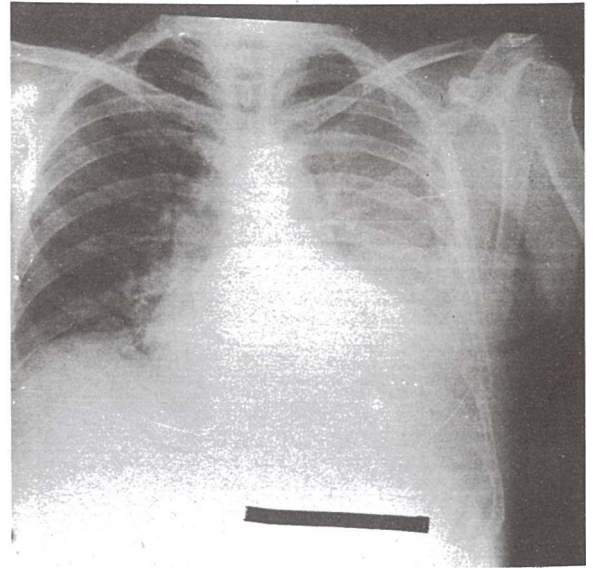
Posteroanterior akciğer grafisinde sol hemitoraksı kaplayan ampiyem izlenmekte.
